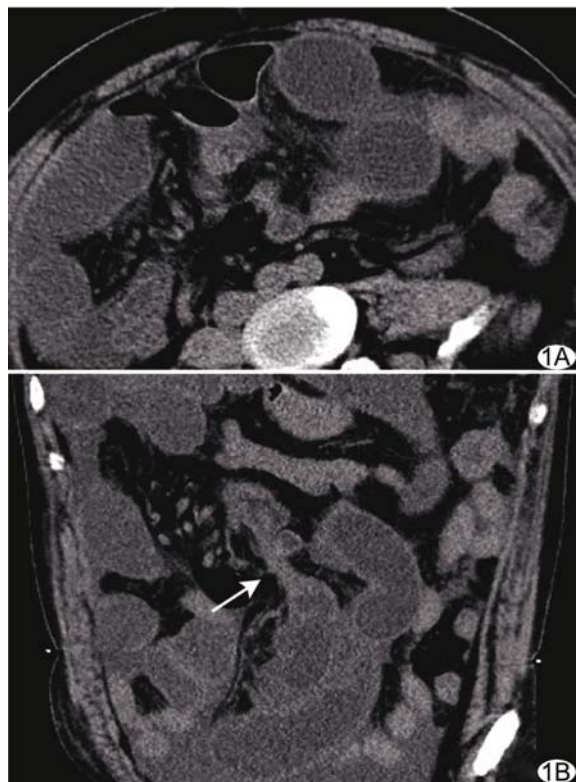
患者男, 67 岁, 粘连性肠梗阻 A. CT 轴位图像, 2 位医师均未能准确定位移行带, 可靠性评分均为 1 分; B. MPR 斜冠状位重组图像, 2 位医师均准确定位移行带(箭), 可靠性评分均为 3 分
